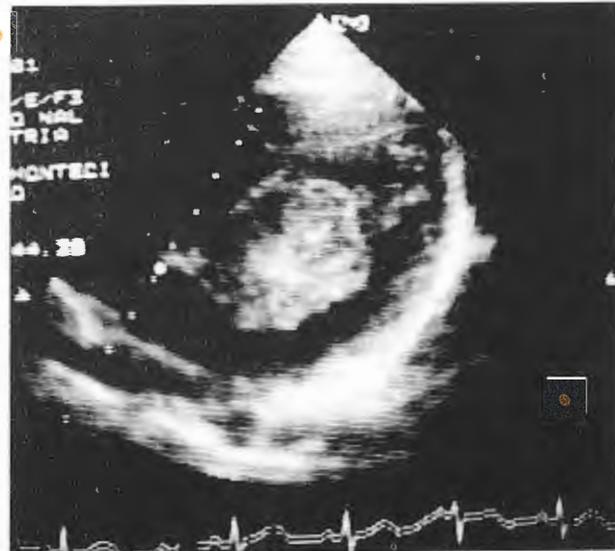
Ecocardiograma transesofágico. Mixoma de gran volumen en la aurícula izquierda que obstruía la válvula mitral y causaba síncope. El tumor fue extraído quirúrgicamente y el paciente curó. (Cortesía de la Dra. Laura Camacho)
